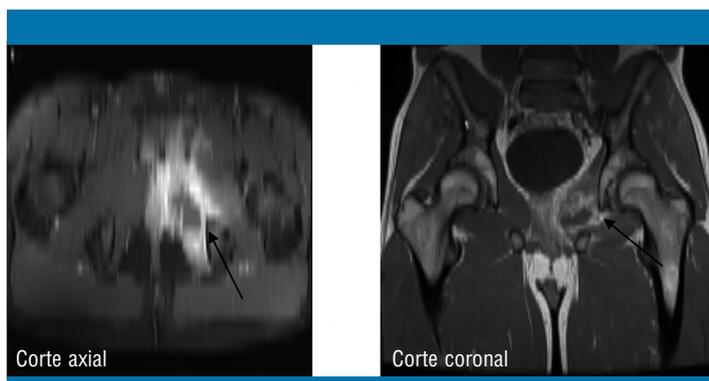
RM. Imagen con contraste. Secuencia T1
